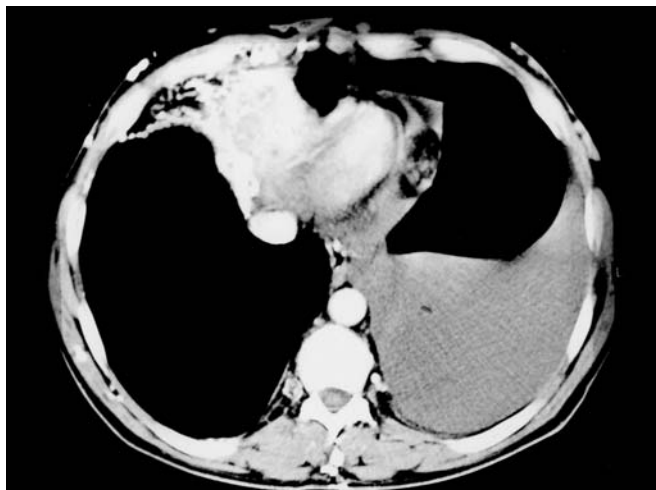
КТ грудної клітки: ексудат в лівій плевральній порожнині.
